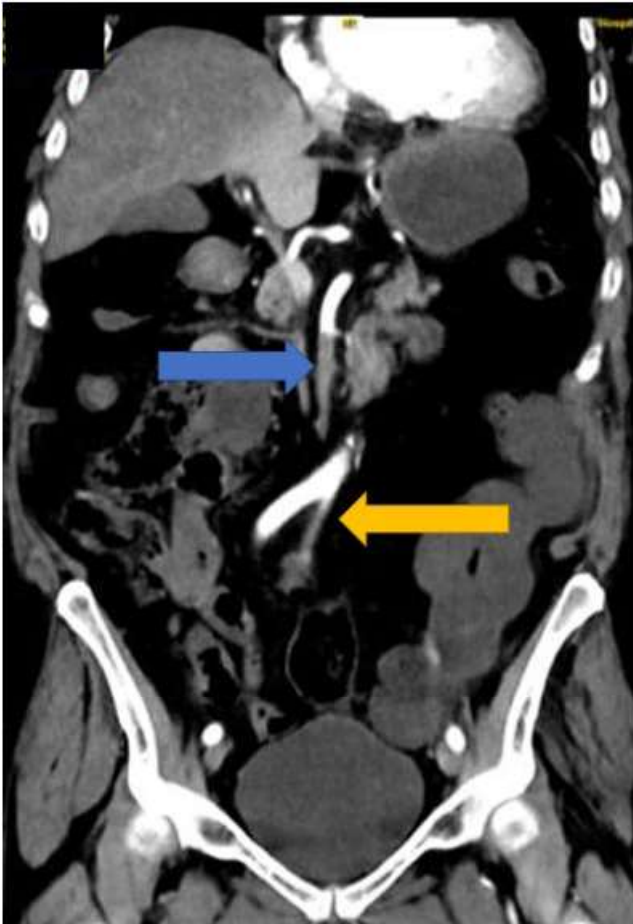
TC corte coronal. Isquemia hepática y esplénica. Obstrucción de arteria mesentérica superior (flecha azul). Obstrucción de arteria iliaca izquierda (flecha amarilla).
